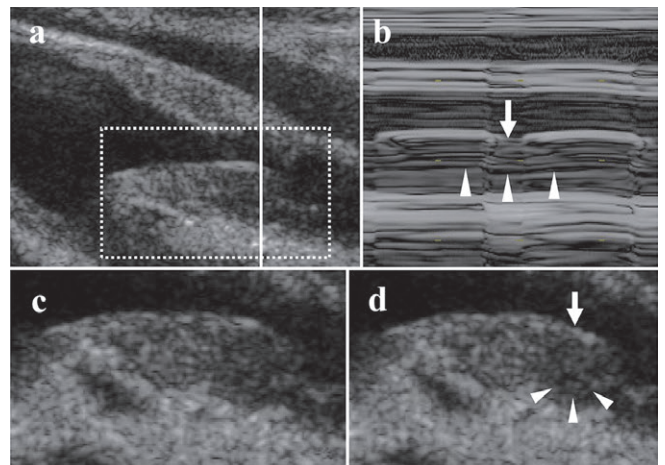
頸動脈エコーによるプラークの異常な動きの検出
